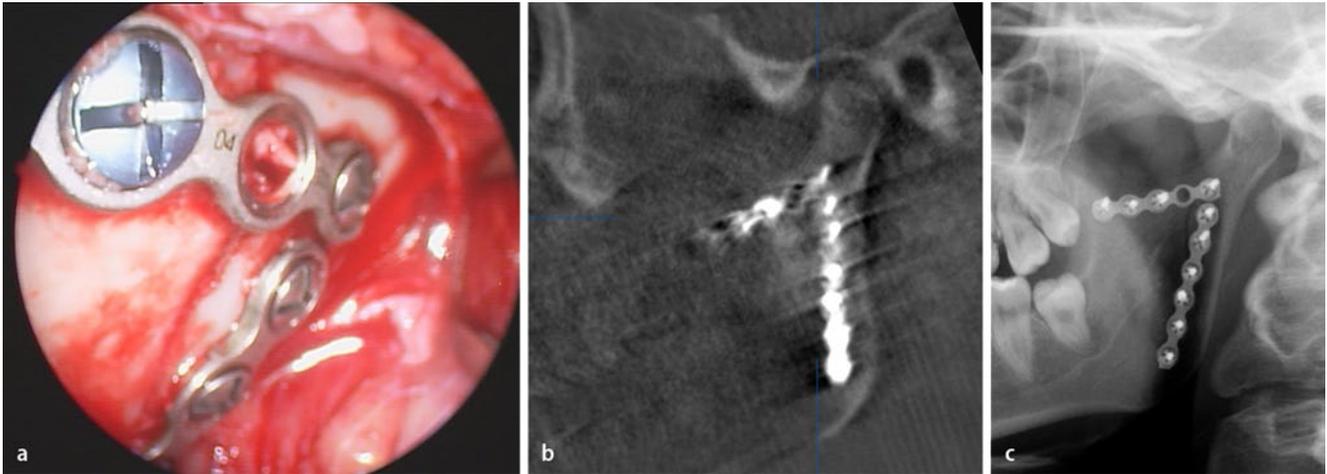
▲ Intraoperative Bildgebung bei intraoraler, endoskopisch assistierter Versorgung von Unterkiefergelenkfortsatzfrakturen. a Bild des Endoskopiemonitors nach intraoraler Reposition und Osteosynthese des Unterkiefergelenkfortsatzes. b Die intraoperative Bildgebung (digitale Volumentomographie mit dem 3D-C-Bogen) zeigt die anatomisch korrekte Stellung der Knochenfragmente im Bereich des Gelenkfortsatzes. c Postoperative Röntgenkontrolle (Panoramaschichtaufnahme)
